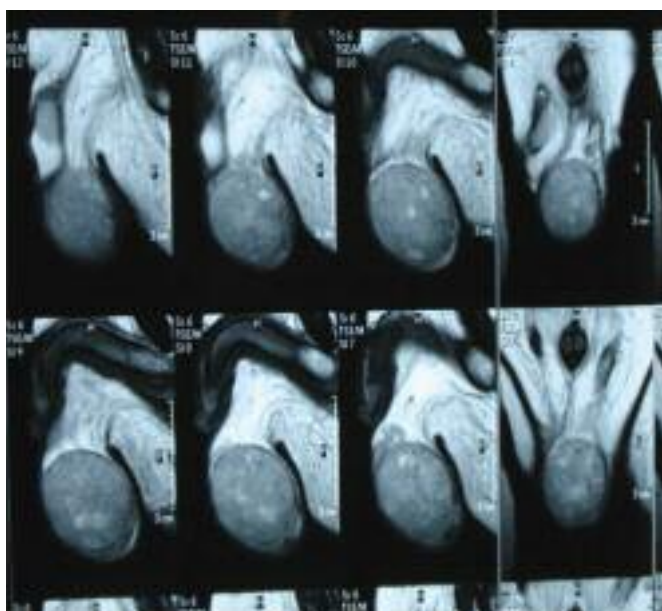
Imagem da ressonância magnética nuclear testicular que mostra uma massa escrotal de contornos regulares, sólida e heterogénea; sem componentes adiposos ou calcificações
